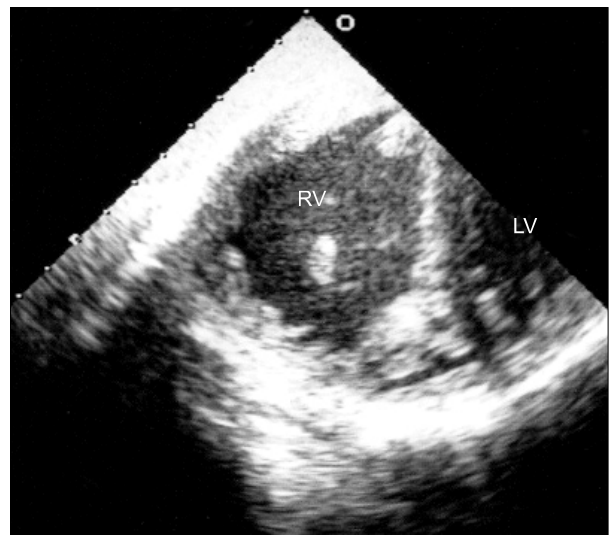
Transesophageal echocardiography shows enlarged right ventricle and D-shaped left ventricle.
